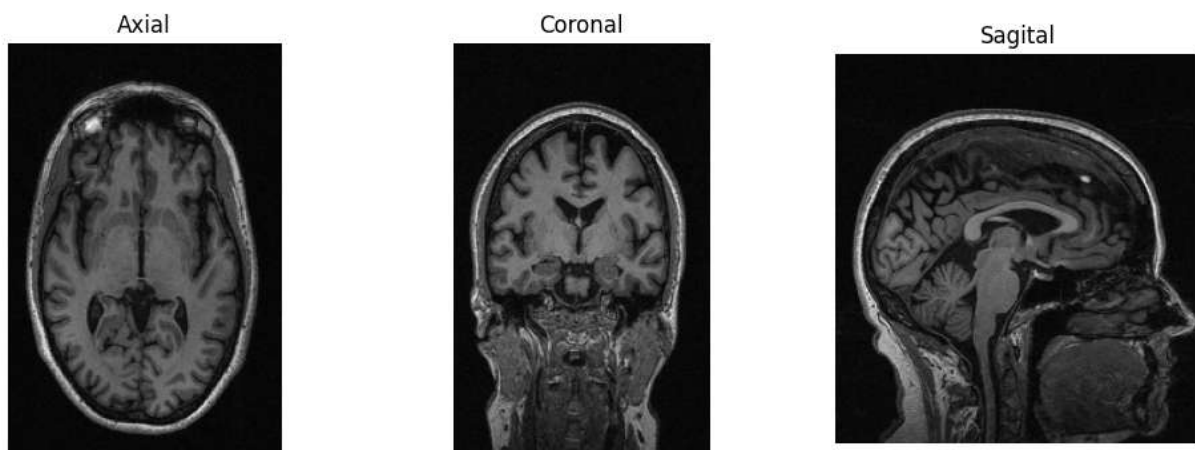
Visualização da ressonância magnética nos planos sagital, coronal e axial.
